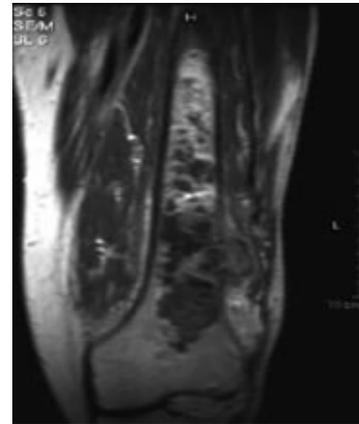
Imágenes de la RM del tercio distal de fémur potenciadas en T1: tras la administración de gadolinio. Se observa una extensa lesión medular en la región metafiso-diafisaria de aspecto heterogéneo, con zonas hipointensas (infarto óseo)
